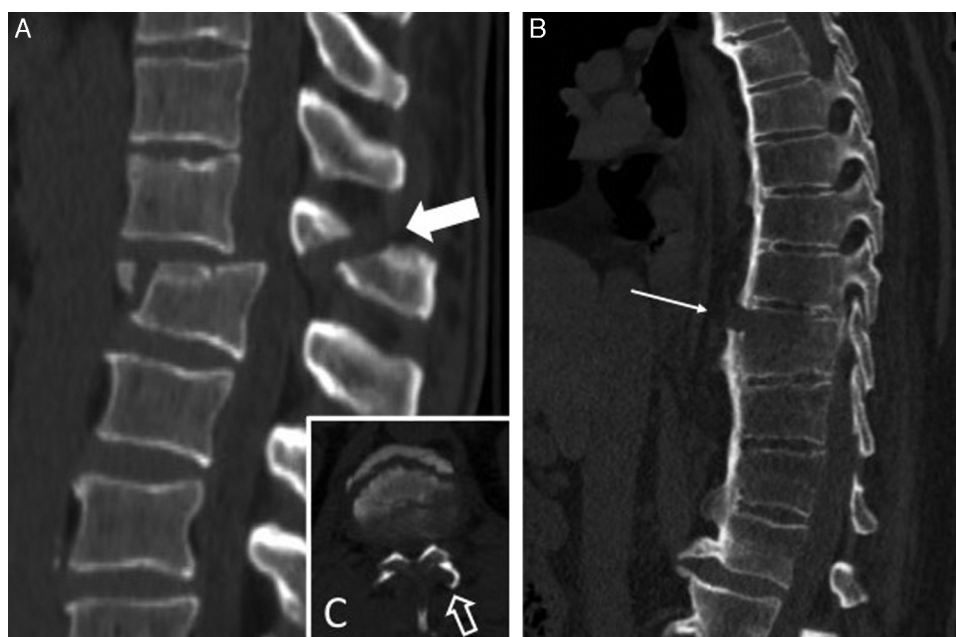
Fractura con morfología de distracción. Tomografía computarizada sin contraste, reconstrucción sagital. A) Fractura por mecanismo de flexión-distracción. La flecha señala la fractura del arco posterior. En el corte axial (C) se observa el signo de las facetas desnudas (flecha). B) Fractura por hiperextensión en el contexto de un raquis hiperostótico de un paciente añoso. La flecha indica el trazo de fractura, que se inicia en el ligamento vertebral común anterior calcificado.
